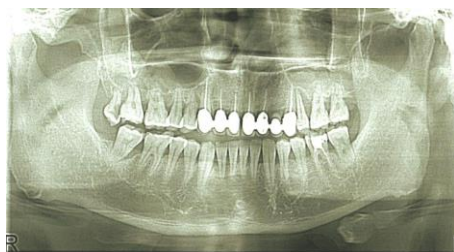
Панорамная рентгенограмма пациента Т., 43 года, до лечения
